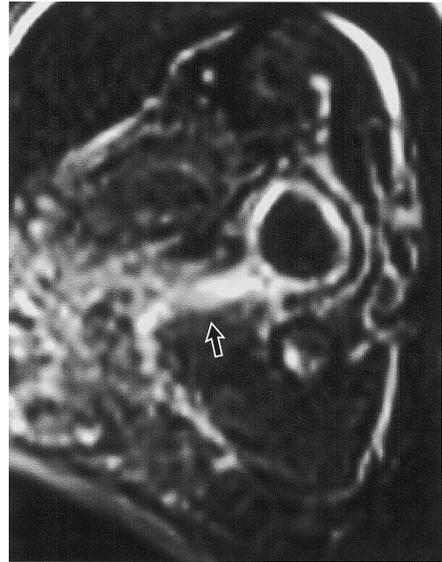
造影 MRI T1 強調像(横断像), 矢印のごとく瘦孔レベルで骨皮質から皮下に連続性のあるエンハンスされる病変を認める.
